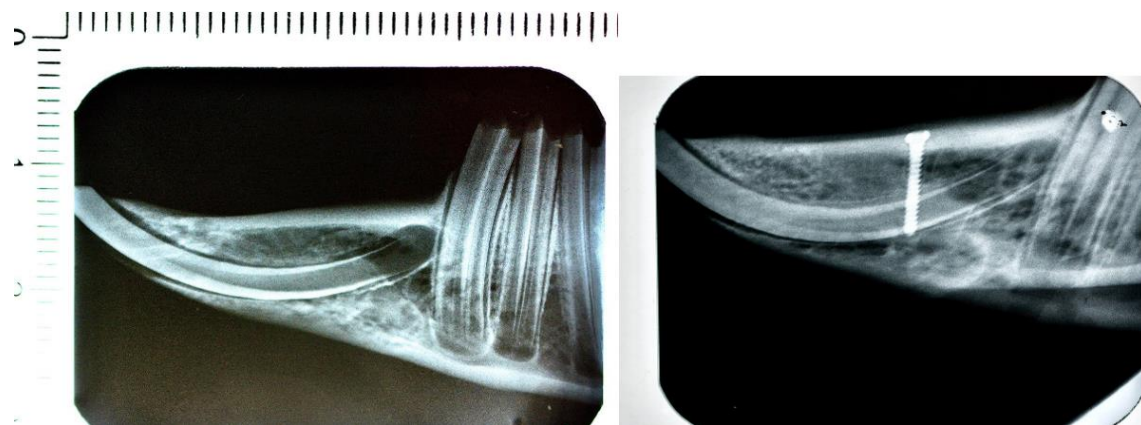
Рентгенограми нижньої щелепи кроля у бічній проекції. А- інтактний кролик; В- імплантований у нижню щелепу титановий пін (дентальний імплант).
